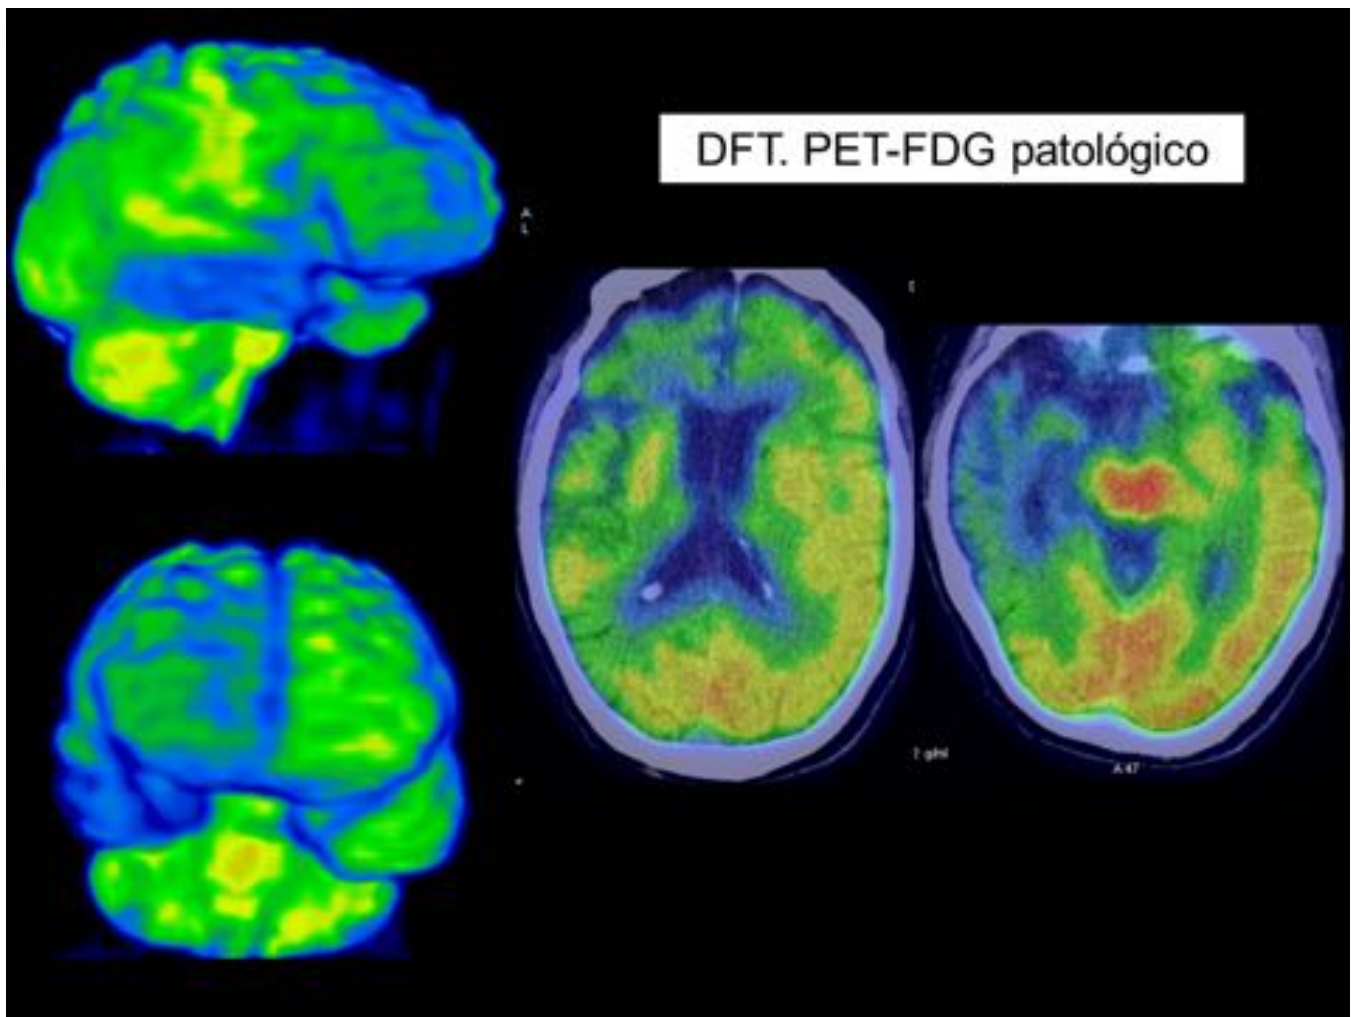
DFT estudio FDG patológico
